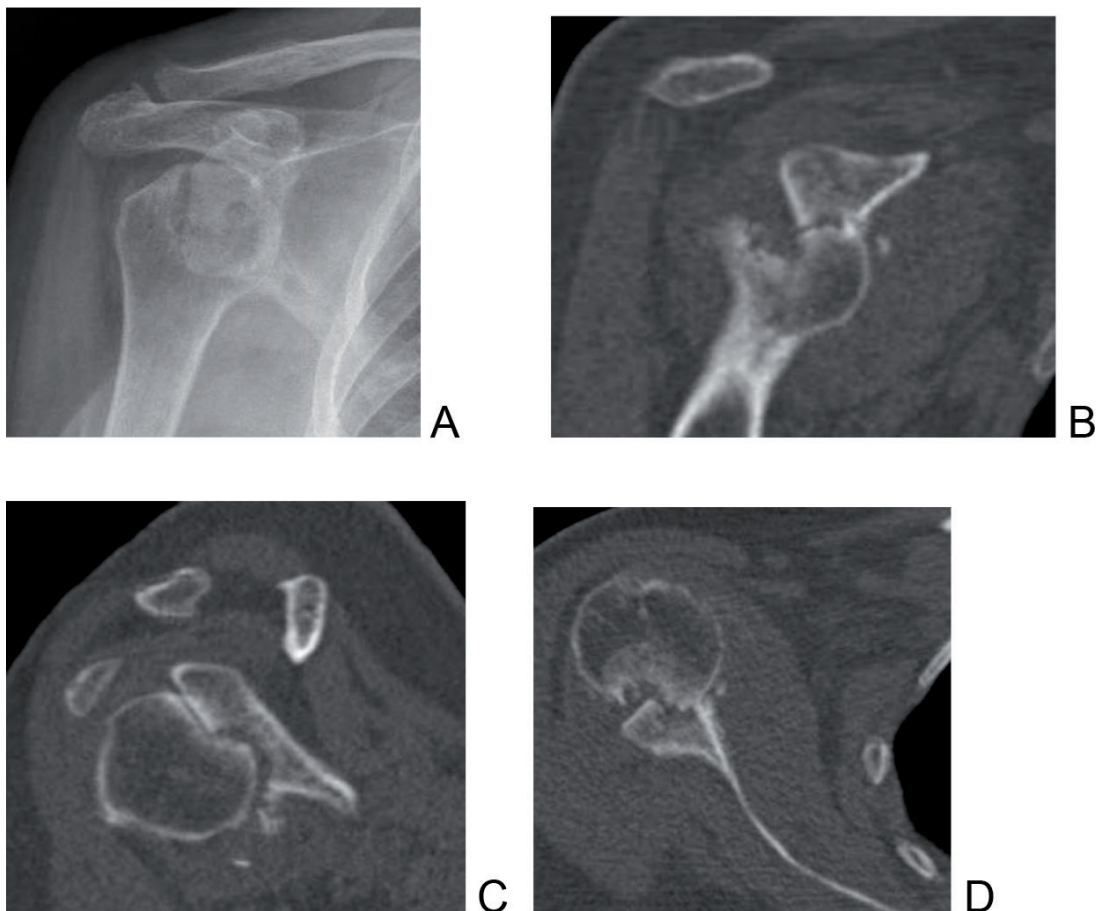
Radiografía simple AP (A), TAC corte coronal (B), sagital (C) y axial (D).
